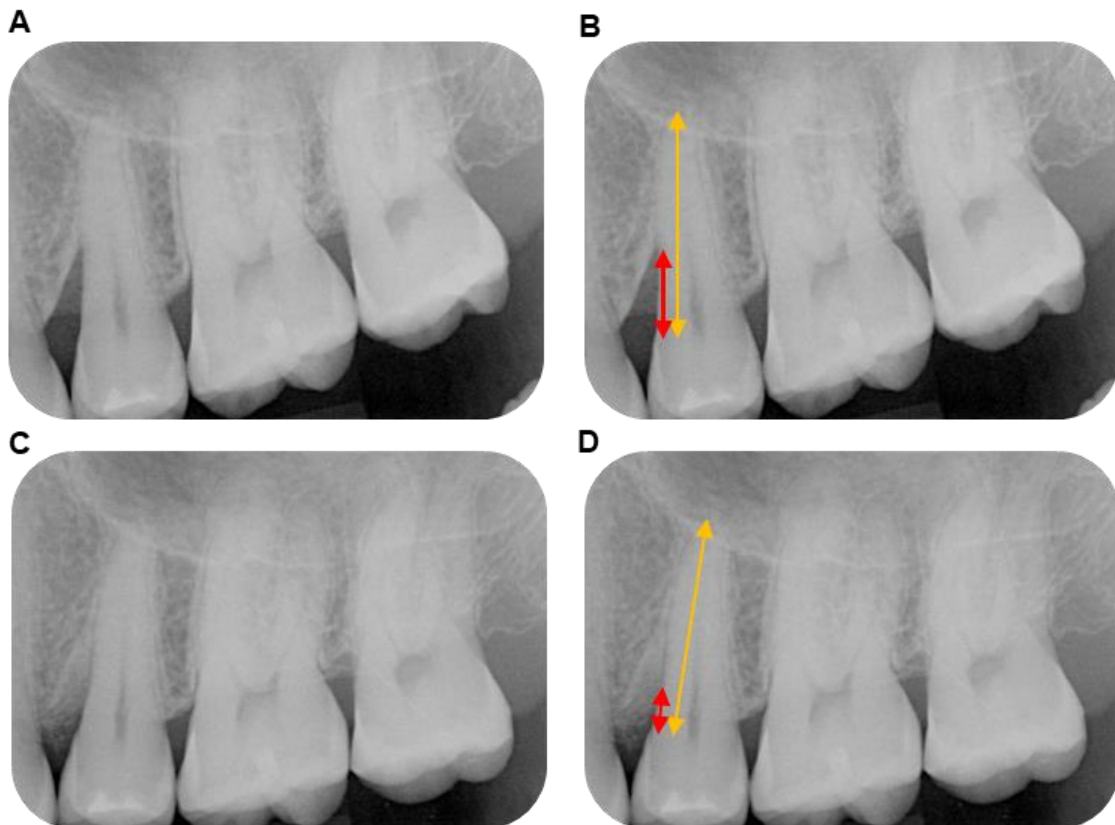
Veranschaulichung der Röntgenbildvermessung. A: Röntgenbild des knöchernen Ausgangsdefekts zum Zeitpunkt T1; B: Vermessung des knöchernen Ausgangsdefektes zum Zeitpunkt T1 farblich dargestellt: gelb = kalibrierte Referenzlänge, rot: Defektlänge; C: Röntgenbild des postoperativen knöchernen Defektes zum Zeitpunkt T3; D: Vermessung des postoperativen knöchernen Defekts zum Zeitpunkt T3 farblich dargestellt: gelb: kalibrierte Referenzlänge, rot: Defektlänge.
